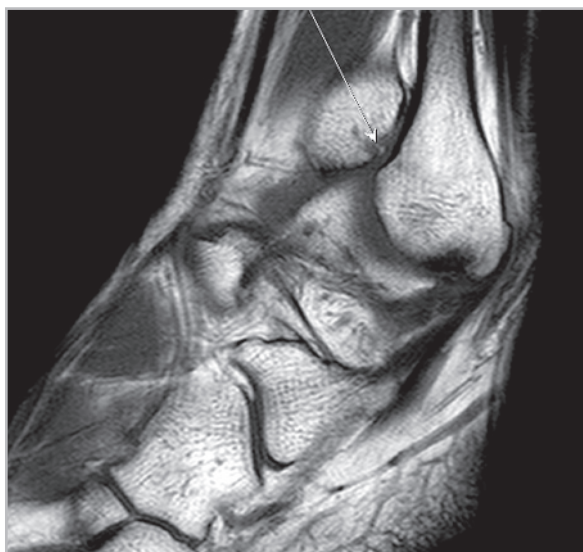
МР-томограмма голеностопного сустава. T1 ВИ. Сагиттальная плоскость. Свободное костное тело в переднелатеральном пространстве (стрелка)
